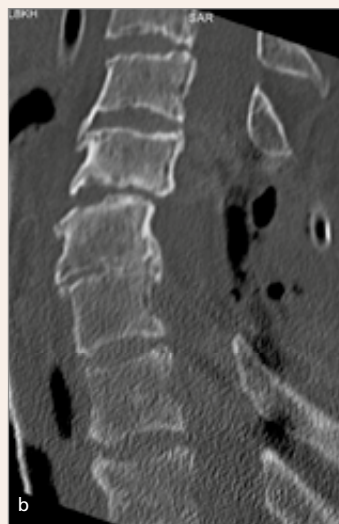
Röntgen (3a) und CT (3b) nach dorsaler Stabilisierung und Laminektomie
